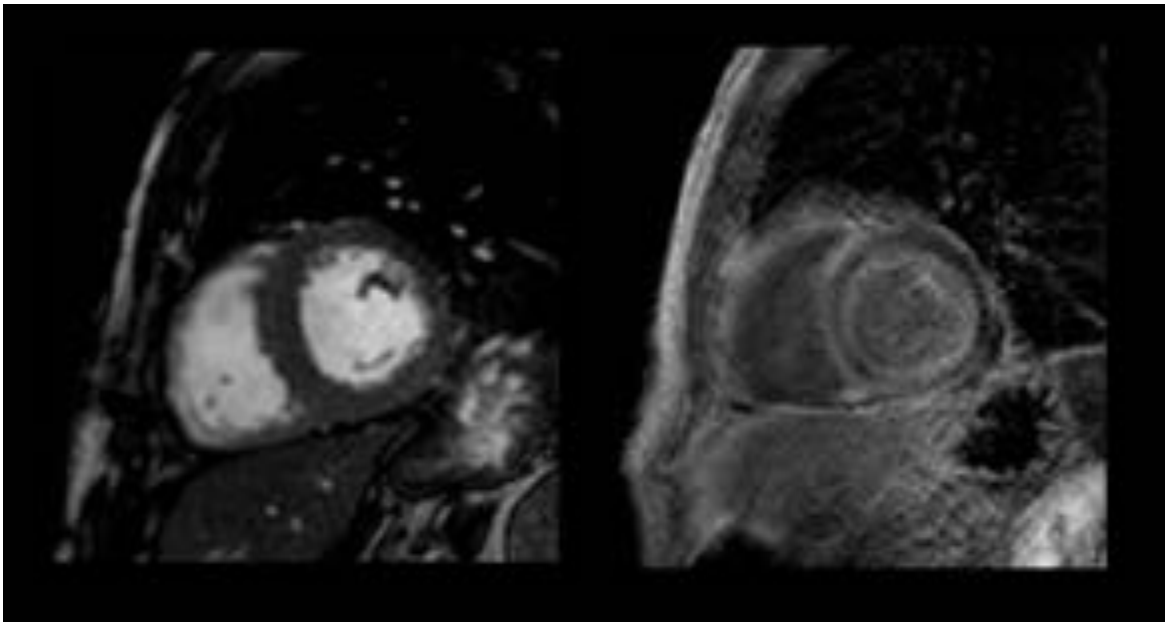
CASO 8 - RM cardíaca. Hipertrofia concéntrica del VI y realce tardío subendocárdico difuso.
